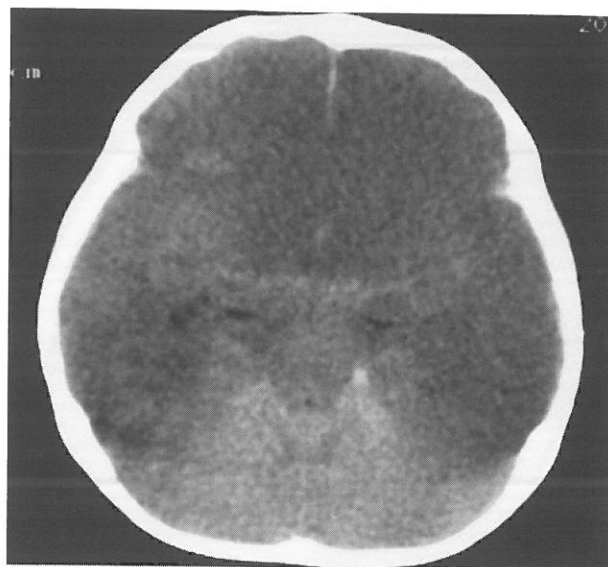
8カ月男児：受傷当日 CT reversed cerebellar sign
